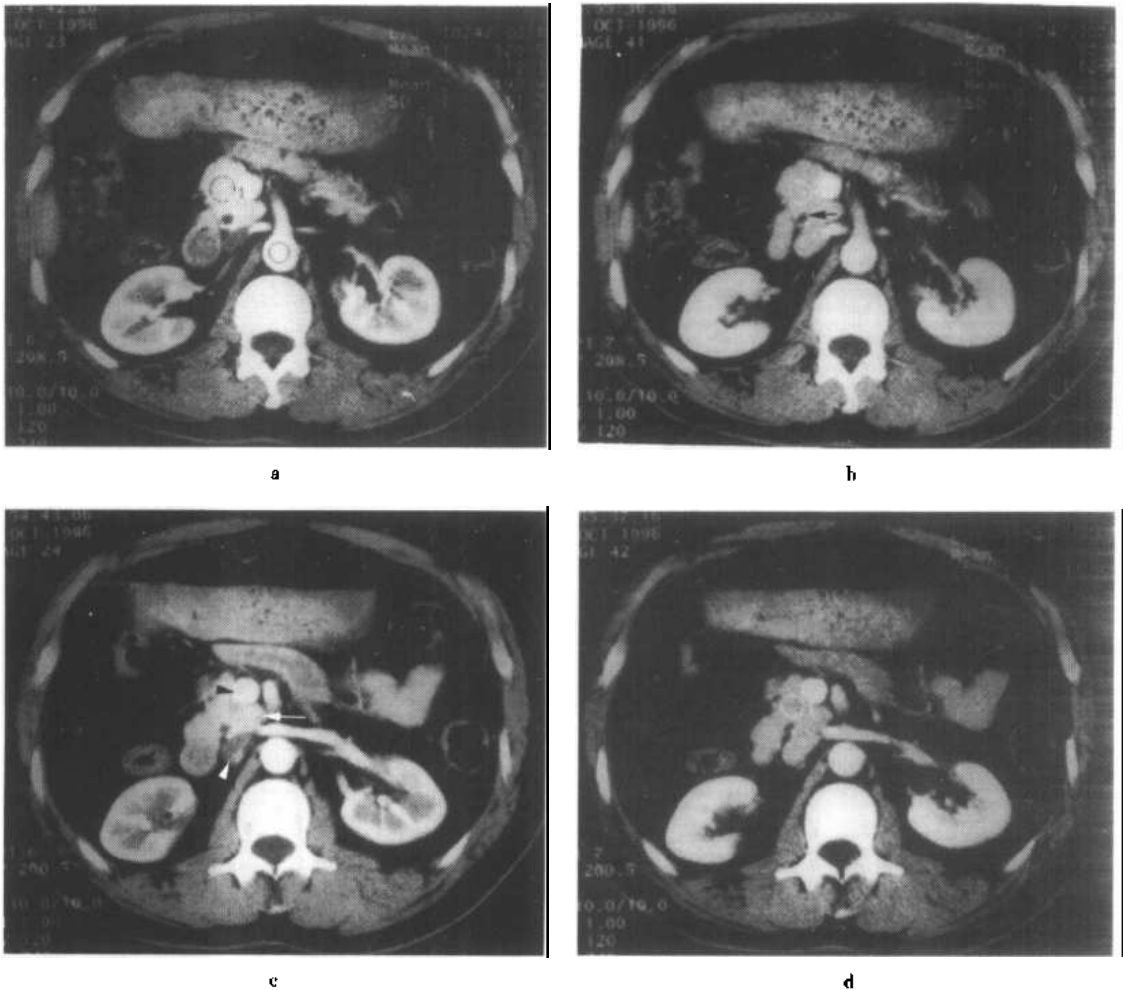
~d 胰腺钩突螺旋 CT 双期扫描
